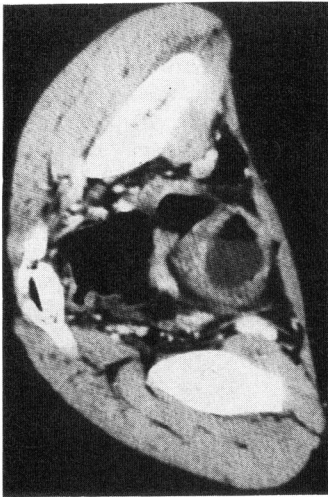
Thickened bladder wall particularly accentuated in posterior aspect in CT scanning.
